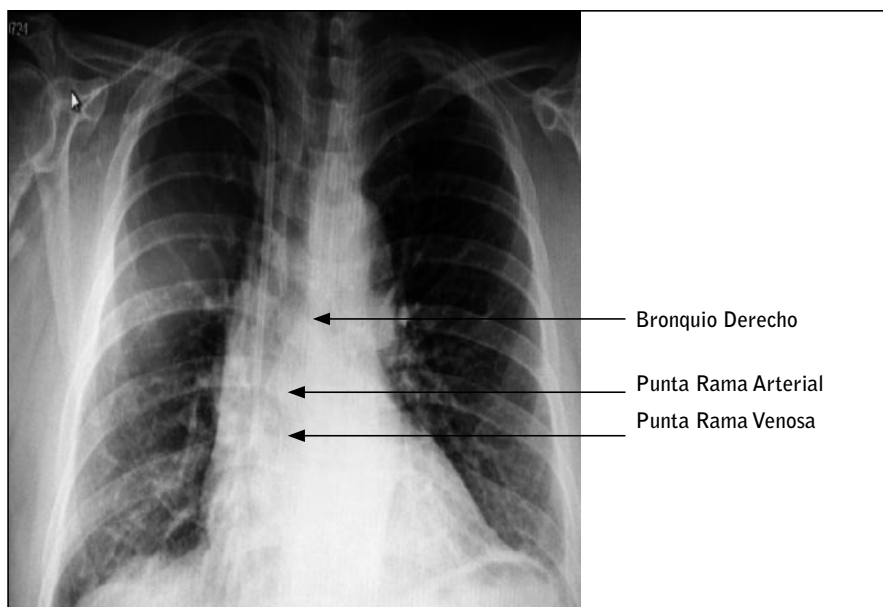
Radiografía Tórax
